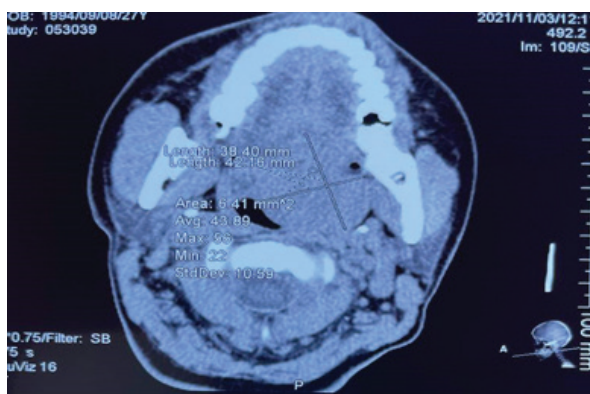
МРТ ротоглотки (аксиальная плоскость)
